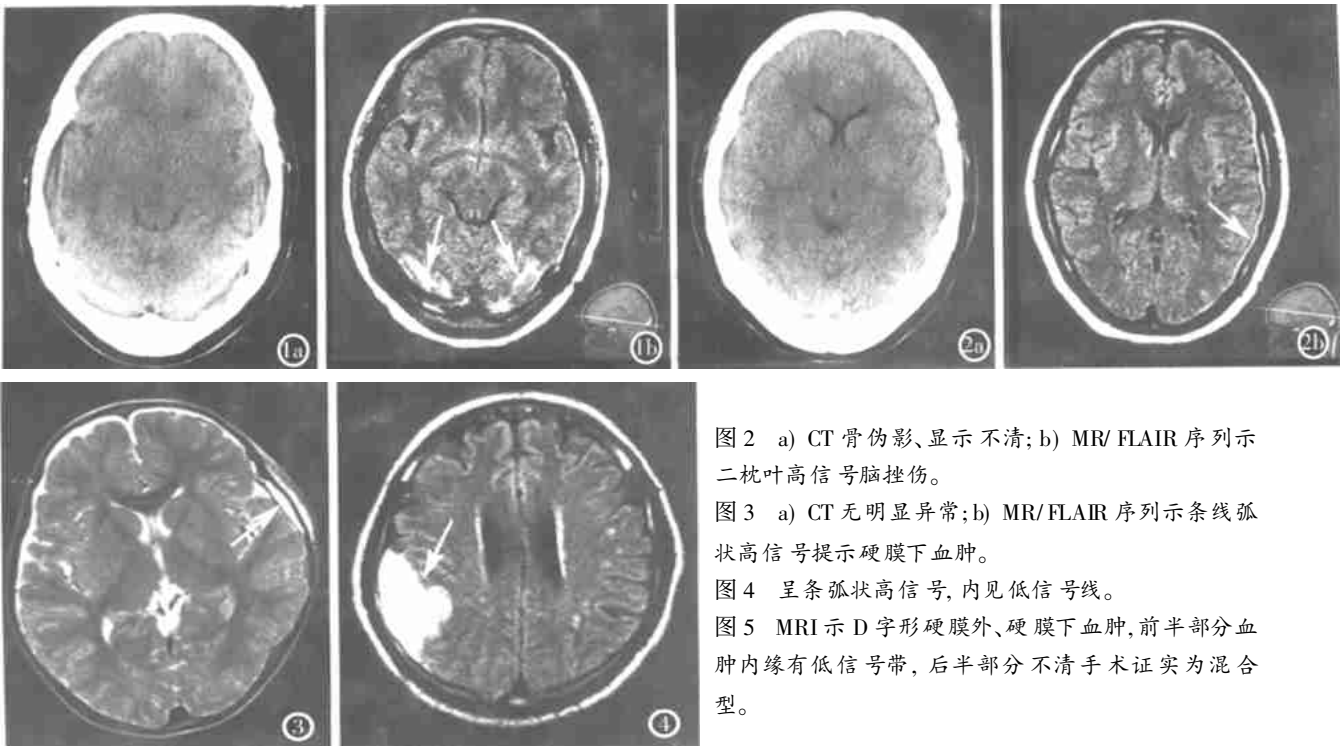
a) CT 骨伪影、显示不清; b) MR/FLAIR 序列示二枕叶高信号脑挫伤。
